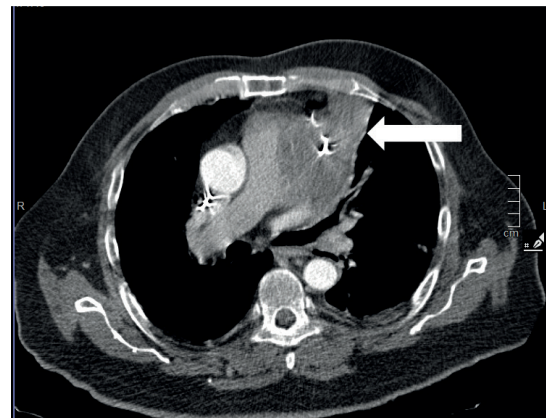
CT axial im Weichteilfenster, Raumforderung pfeilmarkiert
